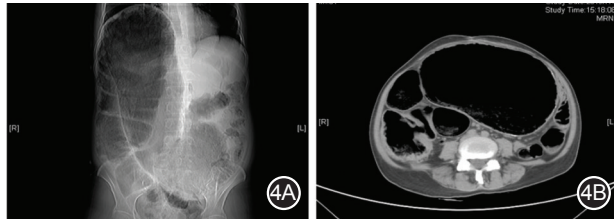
一例结肠切除术后结肠吻合口狭窄导致的医源性巨结肠患者CT影像(作者团队供图) 4A.整体观;4B.横断面
